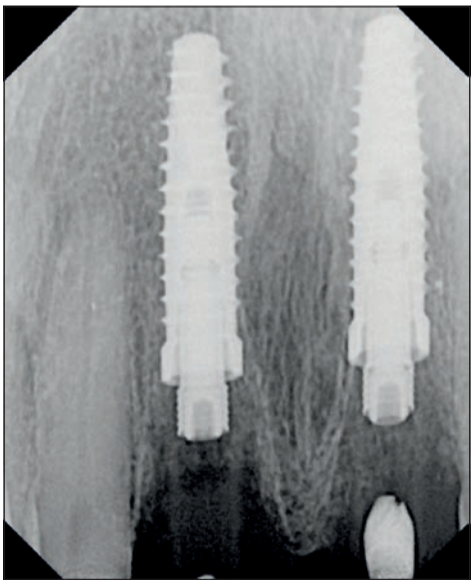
Radiografia eseguita il giorno dell'impianto.
